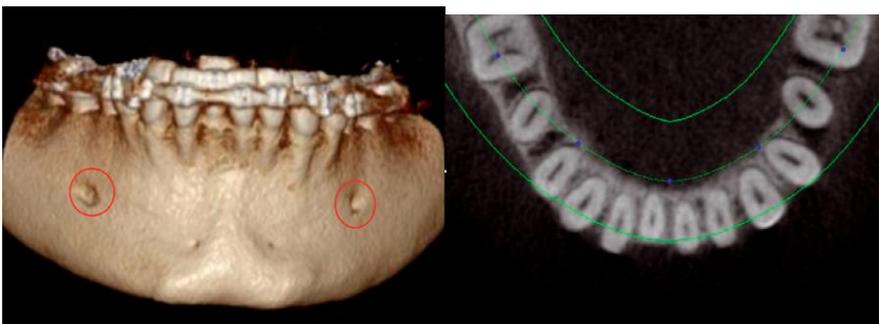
Imagen 3D de CBCT para localizar las zonas óseas comprometidas y las zonas donde puede hacer falta un aumento óseo (Tomado de Dibart, 2009).
